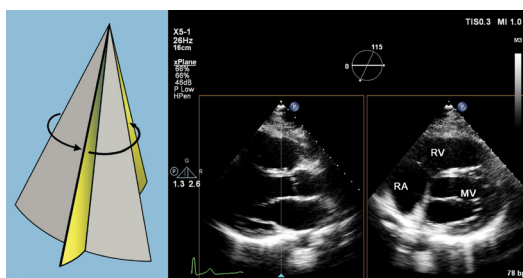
Mode xPlan avec rotation : à partir d'une coupe parasternale grand axe (image de référence), il est possible d'obtenir une coupe combinant grand axe et petit axe, dans cet exemple avec une rotation de +150°. RV : ventricule droit ; RA : oreillette droite ; MV : valve mitrale.
